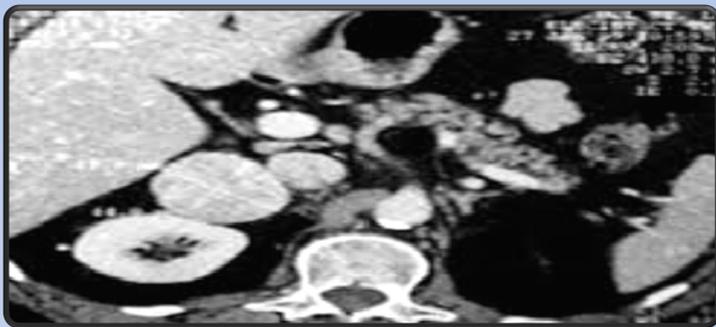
masse rétro-péritonéale de 5,5cm à la TDM
